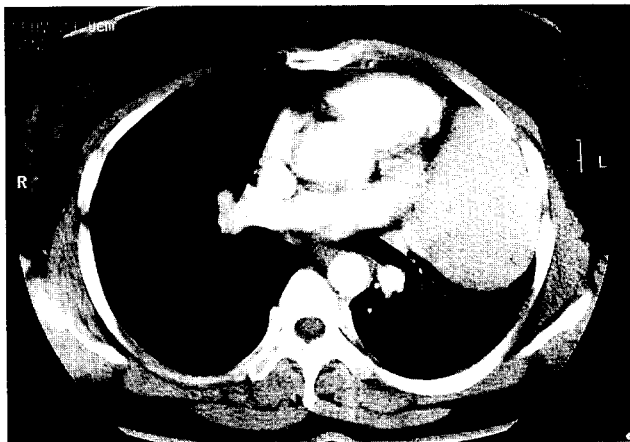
술전 흉부전산화단층촬영 소견. 종양은 종격동과 늑막 늑막표면에 연해있으나 주위 조직의 침습 소견은 보이지 않는다.
